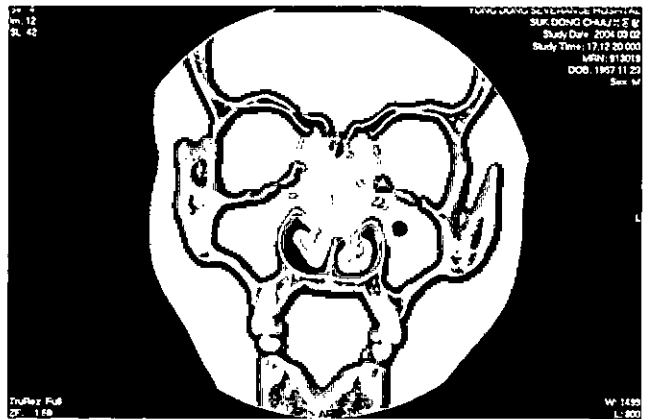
만성 부비동염의 전산화단층촬영 소견 : 부비동 내에 회색 음영의 염증 소견이 관찰되고 있다.
